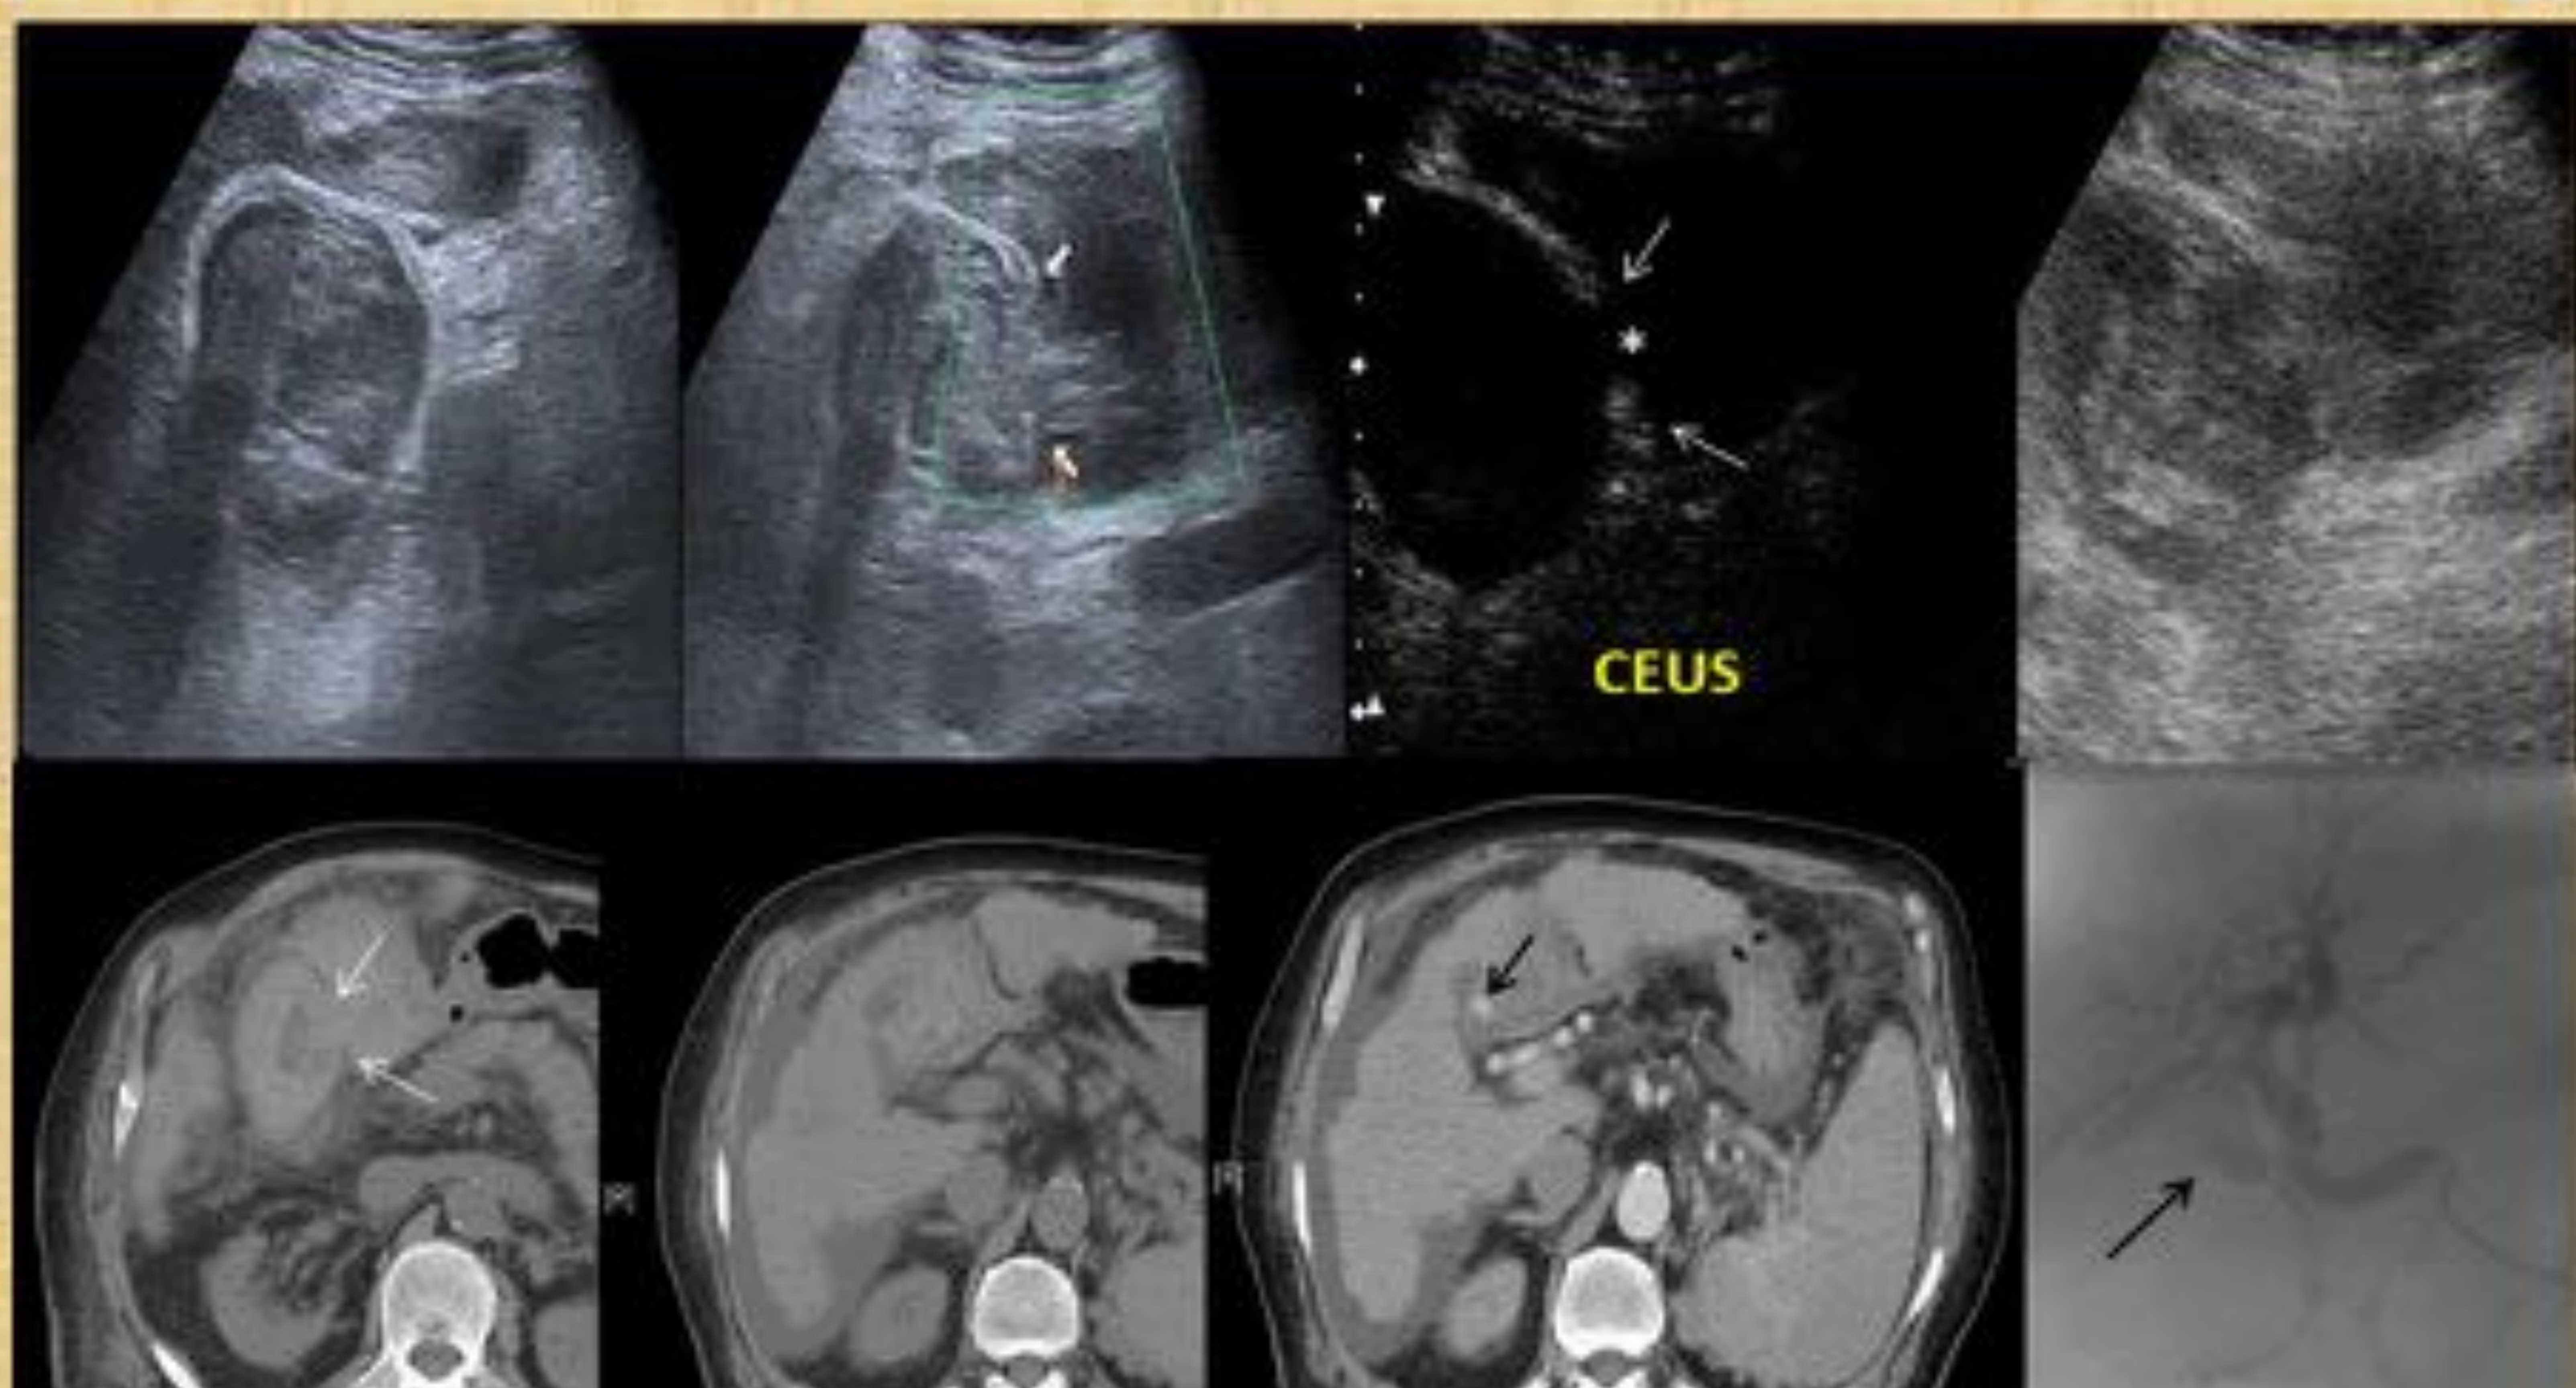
Paciente hepatópata conocido con CHC que se presenta con ascitis, dolor abdominal agudo y anemia. La ecografía demostró una vesícula de paredes no engrosadas con contenido ecogénico difuso y masa adyacente a la misma en continuidad con la luz vesicular con interrupción de la pared medial de la vesícula. Este hallazgo fue confirmado en una ecografía con contraste que demostró la ausencia de vascularización de la masa adyacente a la vesícula y la solución de continuidad de la pared (flechas blancas y asterisco). Se completó el estudio con TC que demostró el contenido hiperdenso intraluminal y de la masa adyacente siendo los hallazgos compatibles con hematoma. En la vertiente más craneal del lecho vesicular se objetivó, asimismo, un punto de fuga activa de contraste (flecha negra) que se trató mediante embolización.
